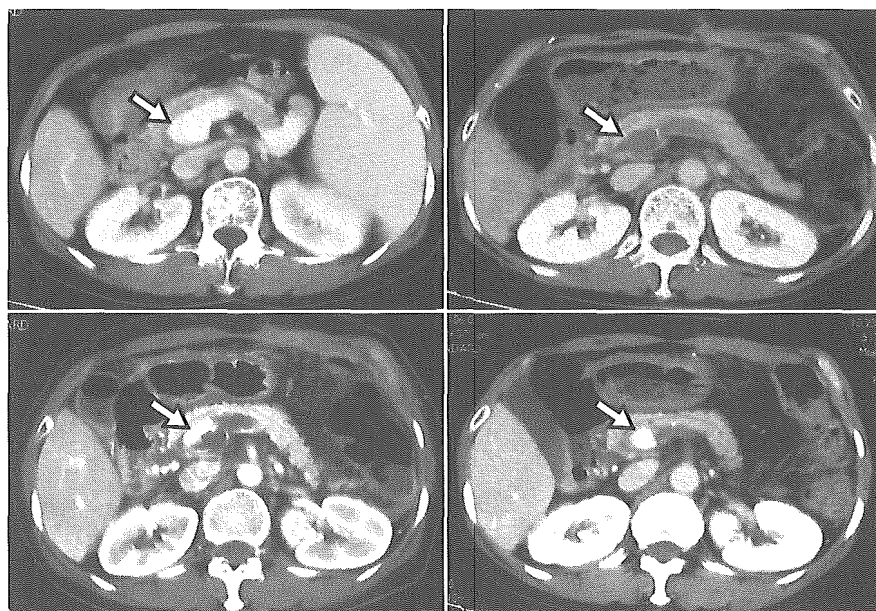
症例 1 における腹部 CT 画像の推移 (矢印は門脈本幹)
